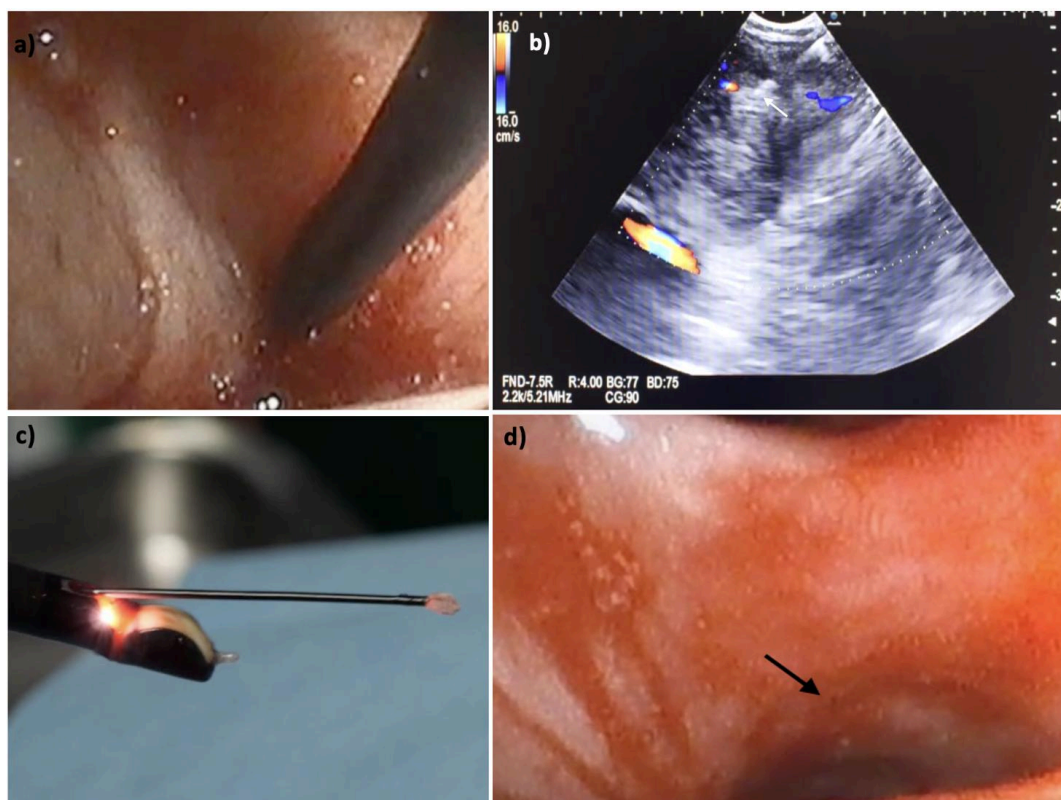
(a) Punta de la criosonda aproximándose al trayecto de punción. (b) Imagen EBUSDoppler mostrando la punta de la criosonda de 1,1 mm dentro del ganglio (flecha blanca). (c) Muestra de criobiopsia adherida a la punta de la criosonda. (d) Ausencia de sangrado posterior a la criobiopsia.
